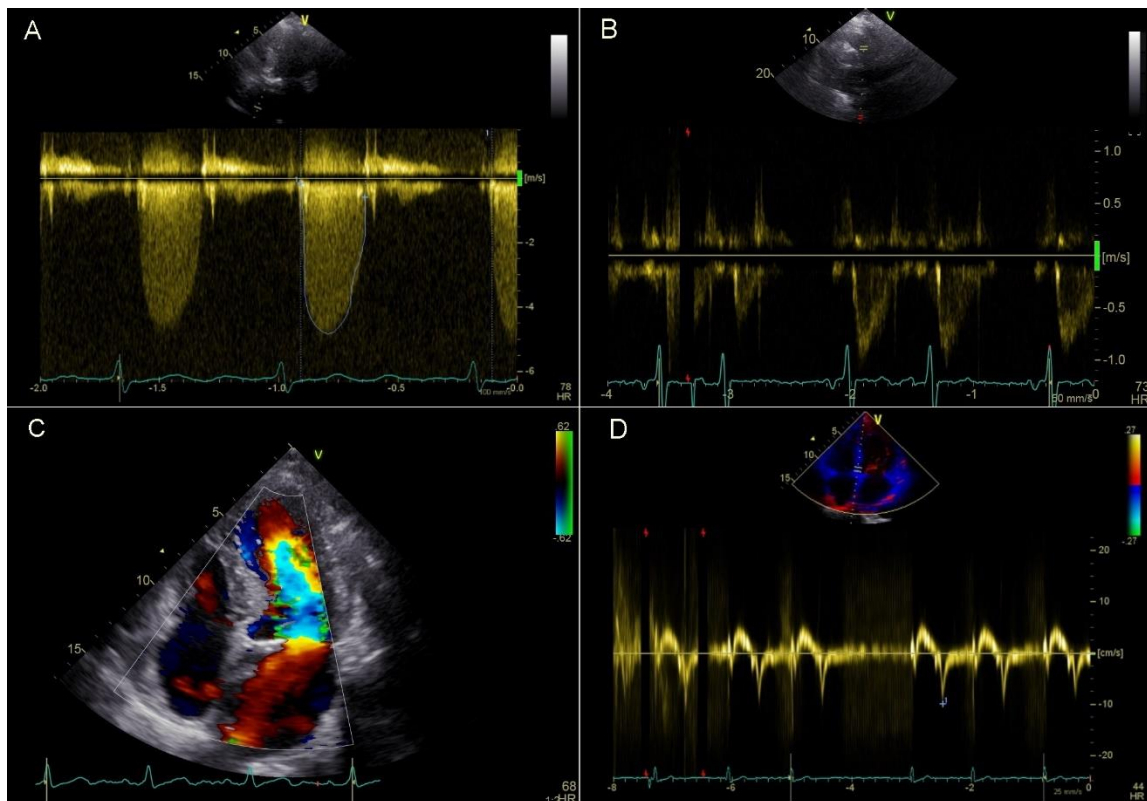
Verschiedene Doppler-Modi, A: Continuous Wave, B: Pulsed Wave, C: Farbdoppler, D: Gewebedoppler. Kardiologie, Universitätsklinikum Würzburg
